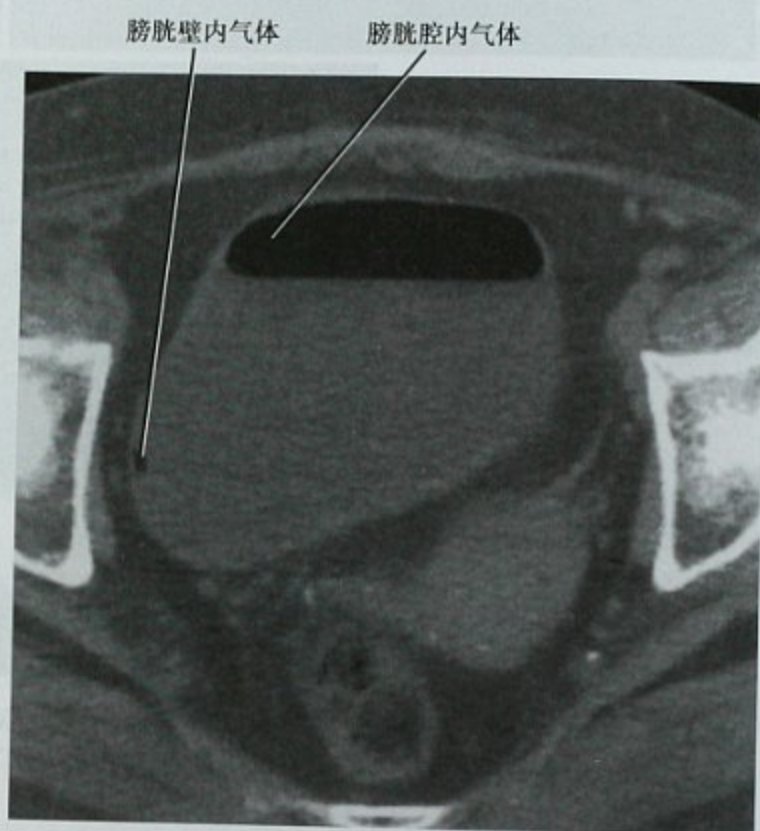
CT 显示膀胱感染,患者,女性,62 岁,腹痛,增强 CT 横断位图像,显示膀胱腔内及黏膜内气体,患者未留置导尿,尿液检查显示脓性尿,黏膜内气体提示气肿性膀胱炎
